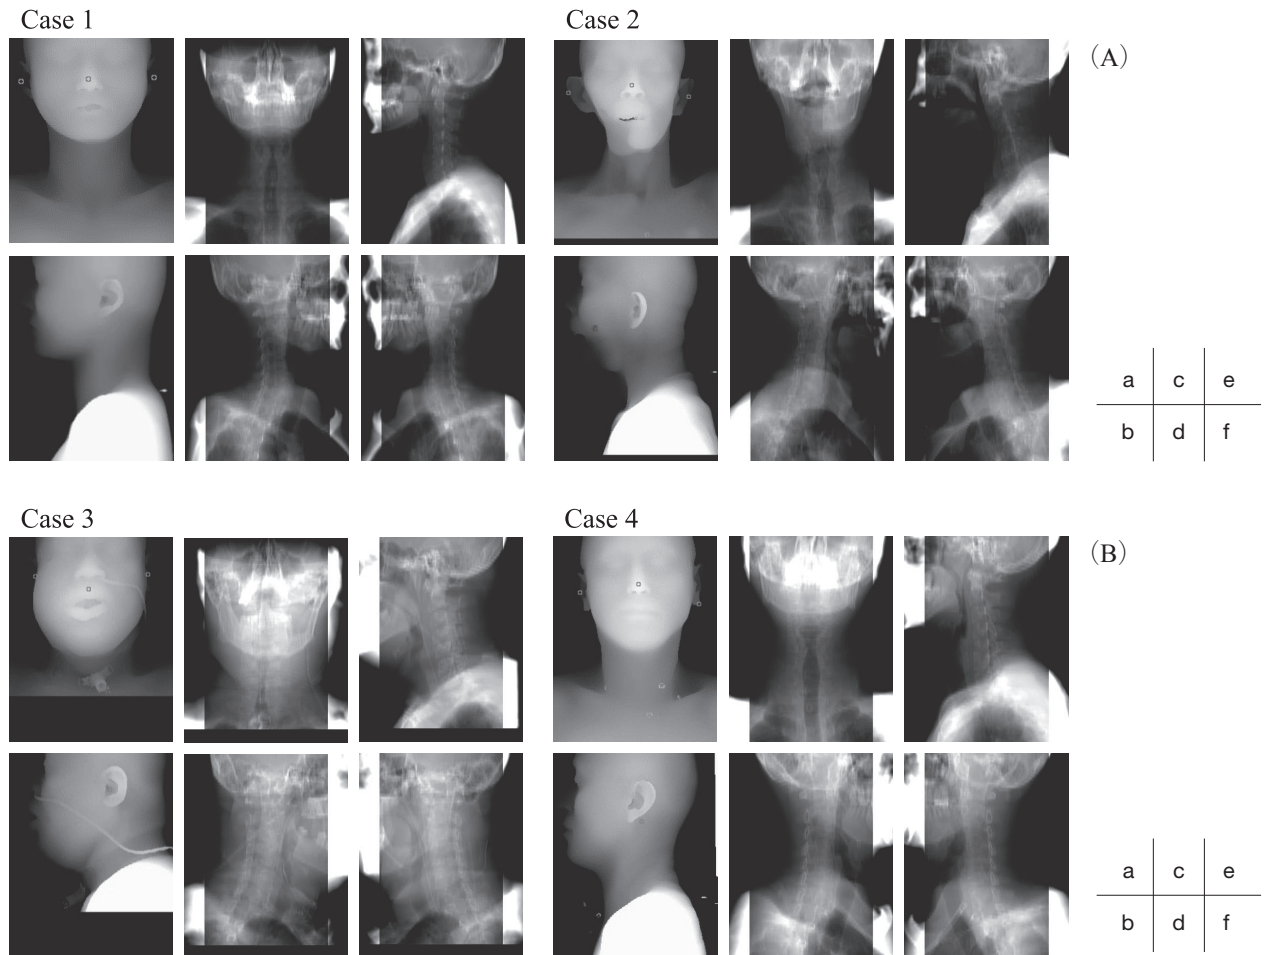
(A) Examples of the correctly inspected cases of which reference points were identified suitably on the face rendering images (a, b), and produced appropriate projection images for 4R cervical spine radiography (c-f).
